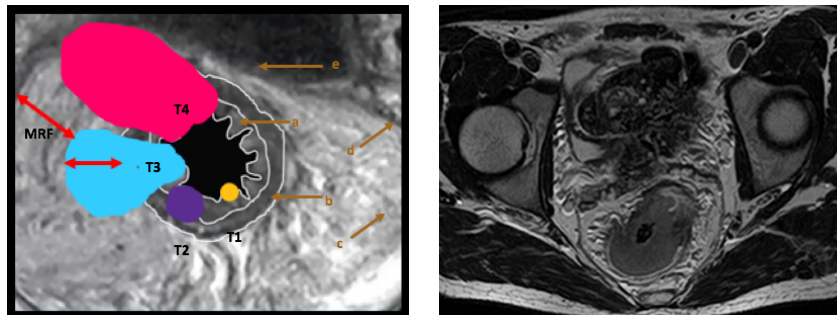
A gauche : Coupe IRM T2 axiale oblique HR : a (muqueuse et sous muqueuse), b (Musclaris propria), c (graisse mésorectale), d(MRF), e (réflexion péritonéale antérieure). A droite coupe IRM T2 axiale oblique HR centrée sur la tumeur classée T3dMRF-.
